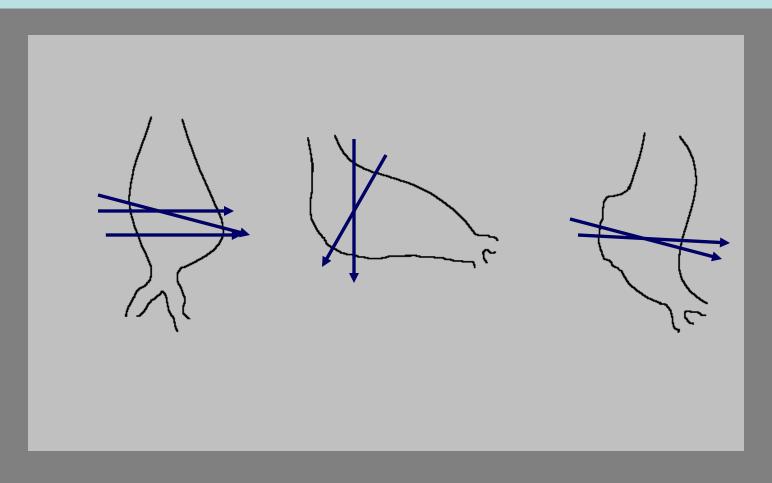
Abbreviations: AAA, abdominal aortic aneurysm; US: ultrasound, CT: computed tomography.
